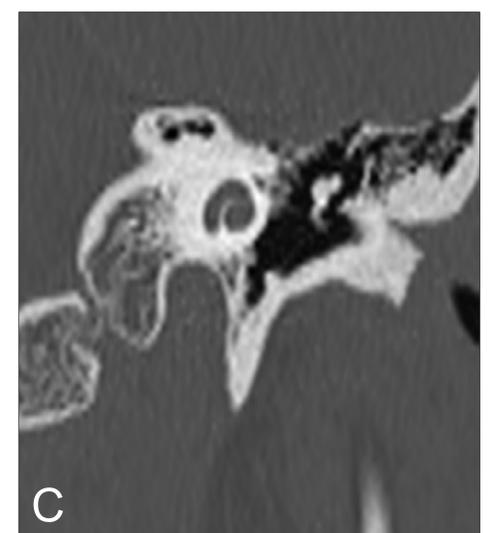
Imágenes de TC en plano axial (A y B) y coronal (C) de oído. Se señalan la cóclea, la ventana redonda y el giro coclear basal, medio y apical.
